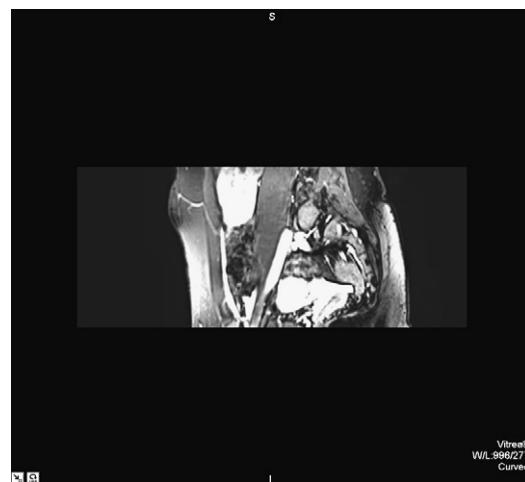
Sagittal magnetic resonance image. The deep inferior epigastric systems and a dominant perforator with its intramuscular course and its branching to the surface can be seen.
